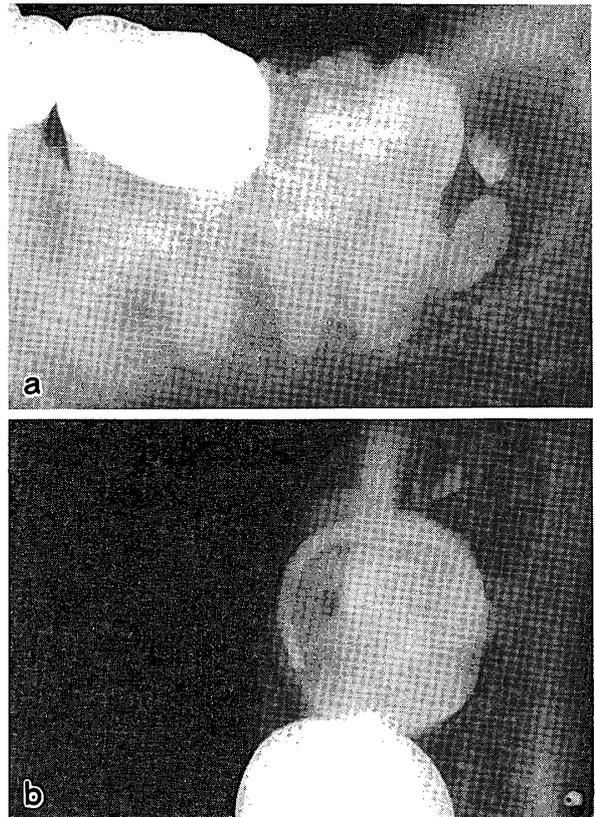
嚢胞性歯牙腫の1例 (a: 下顎大白歯部の過剰歯の歯冠部を取り囲むX線透過像の中に歯牙腫様石灰化像が認められる。b: 同症例の咬合法X線像)
